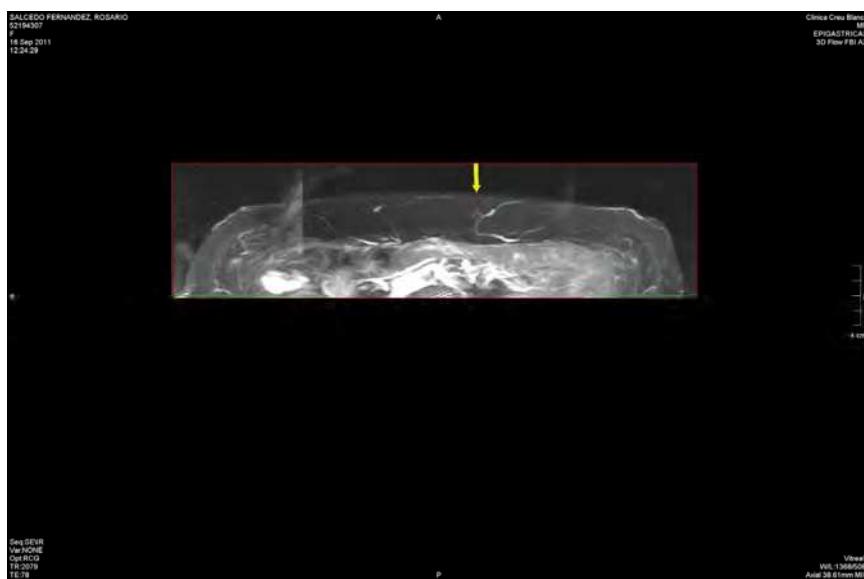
Axial non contrast-MRI image of abdominal perforators. Yellow arrow indicates the point in which the dominant perforator pierces the fascia.
